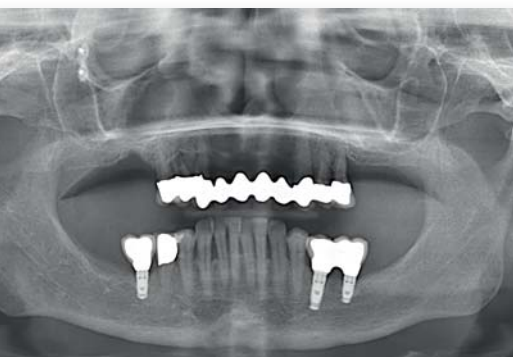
Das Röntgenbild der Ausgangssituation. Die parodontal stark geschädigten Zähne im Oberkiefer waren nicht erhaltungsfähig.
